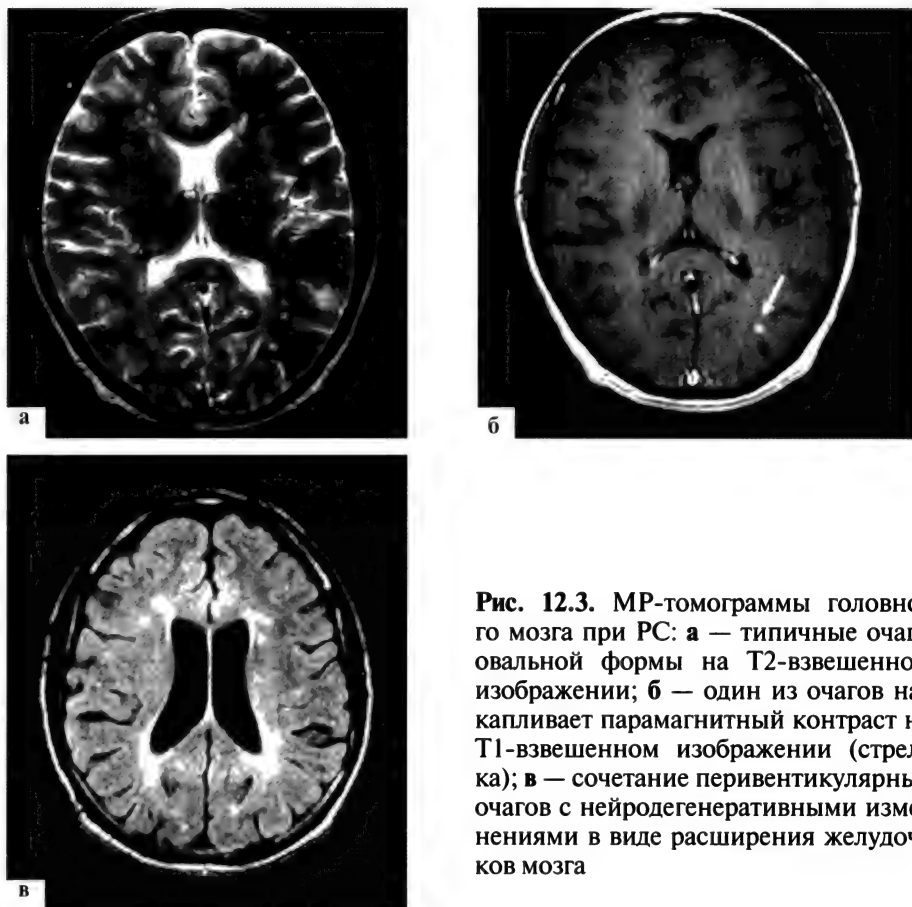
МР-томограммы головного мозга при РС: а — типичные очаги овальной формы на Т2-взвешенном изображении; б — один из очагов накапливает парамагнитный контраст на Т1-взвешенном изображении (стрелка); в — сочетание перивентрикулярных очагов с нейродегенеративными изменениями в виде расширения желудочков мозга
